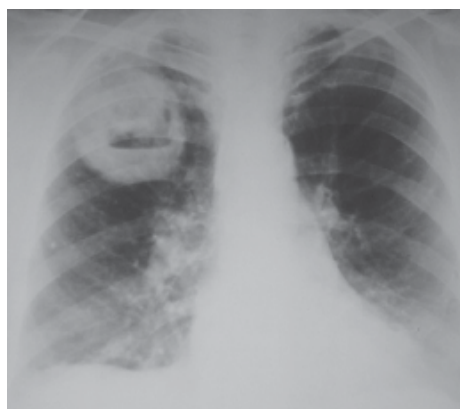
Radiografía frontal del tórax. Se observa masa tumoral del lóbulo superior derecho.
